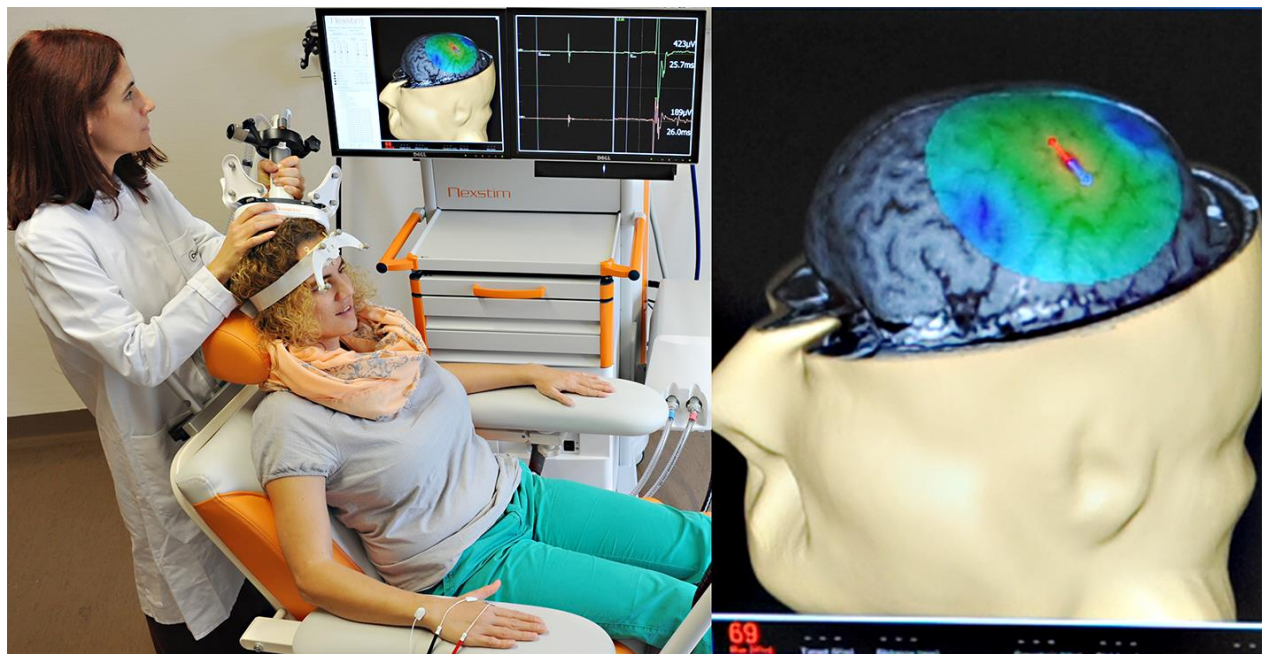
Eingeschränkter Nutzen der funktionellen Kernspintomographie für die Operationsplanung
